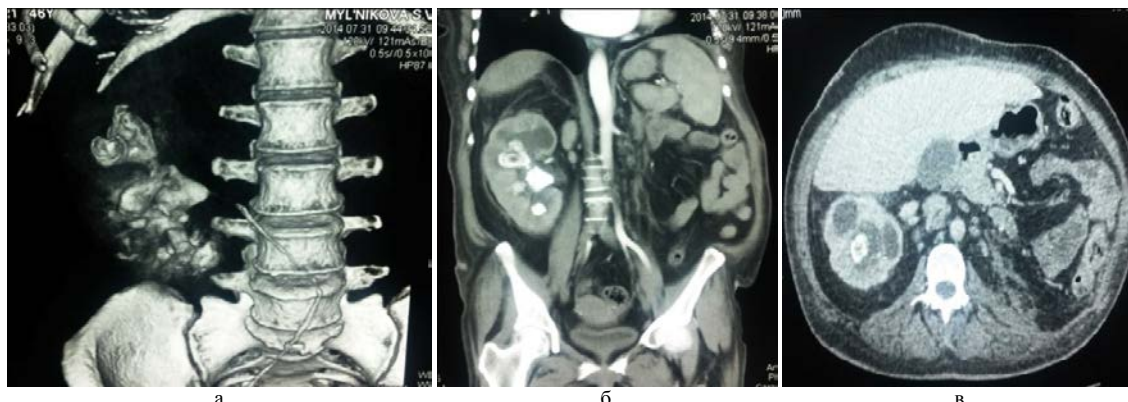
МСКТ-томограмма: а – 3D-реконструкция; б – фронтальный срез; в – аксиальный срез
